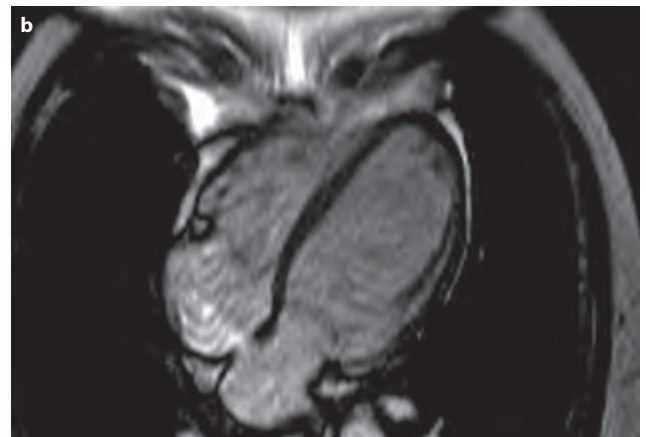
Esempio di trombosi ventricolare sinistra diagnosticata attraverso ecografia con mezzo di contrasto (a) e confermata poi dalla risonanza magnetica nucleare (b).
